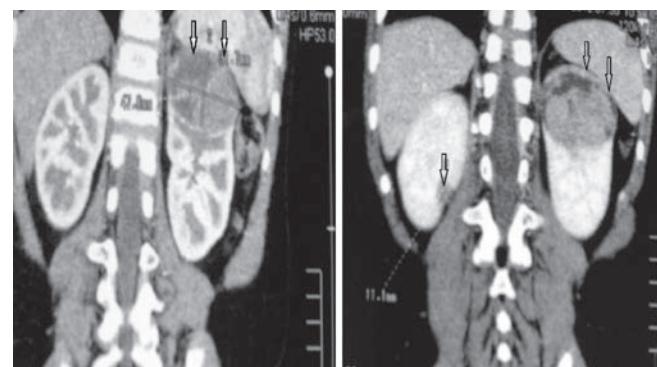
КТ брюшной полости и забрюшинного пространства перед началом лечения, фронтальная проекция, объемные образования в обеих почках
